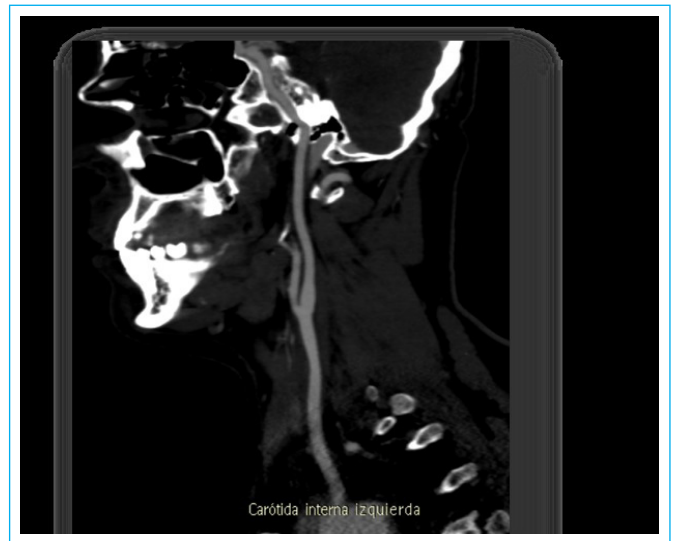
Angiotomografía multislice de vasos de cuello: Presentó en tercio medio y distal de la arteria carótida primitiva izquierda un engrosamiento parietal concéntrico iso/hipodenso con obliteración del plano graso perivasculoso y discreta disminución de la luz vascular, imágenes compatibles con hematoma intramural en evolución de curso subagudo.
